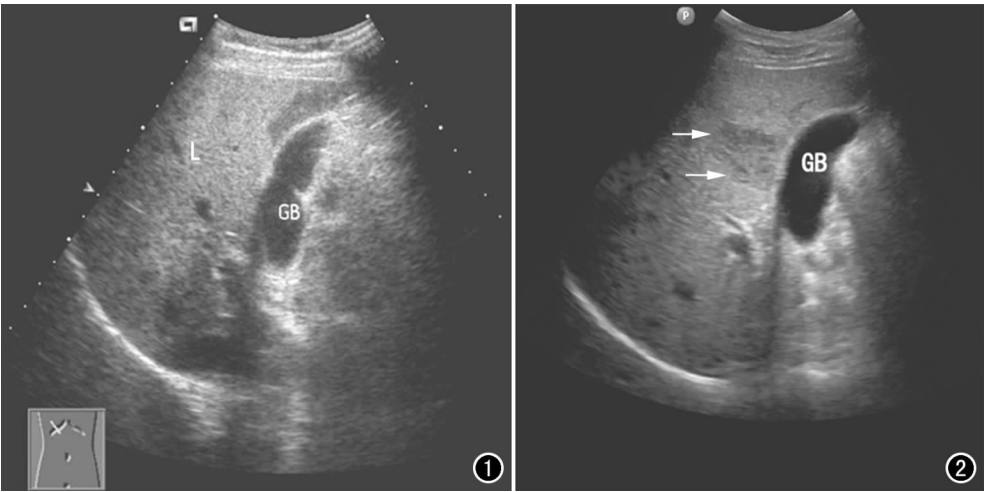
超声图像示胆囊床处狭长的低回声区,与胆囊(GB)壁分界清晰,周边肝(L)组织回声增强。图 2 轻度脂肪肝患者。超声图像示胆囊床附近低回声区(箭),内部回声不均,呈网络样改变,多年随访及增强 CT 诊断为肝血管瘤。
